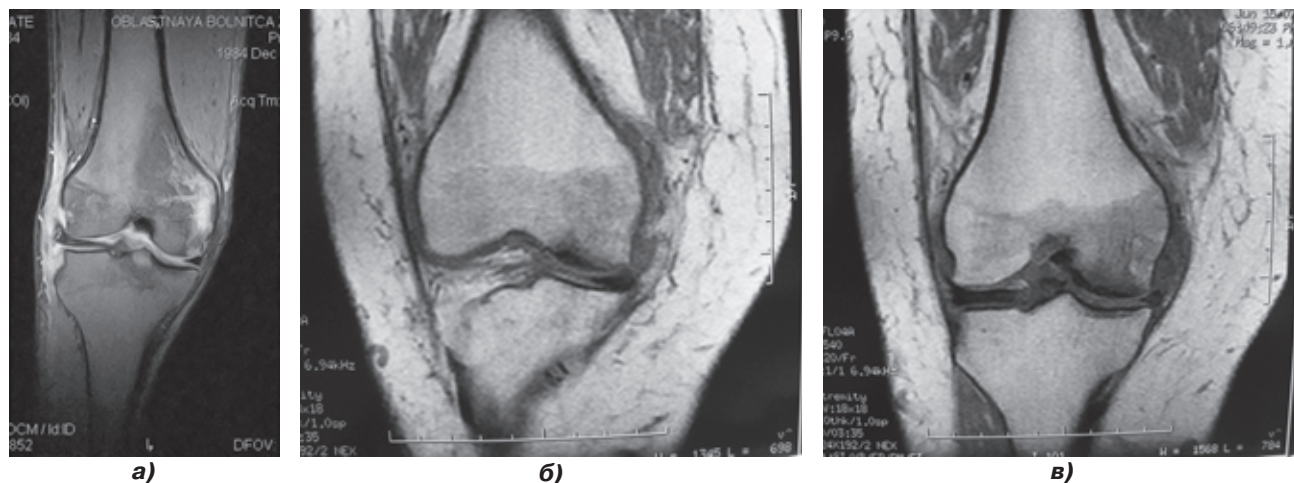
Контузия кости отлично видна на МРТ (а). Асептический некроз внутреннего мыщелка бедренной кости (б, в) можно отлично оценить на МРТ
